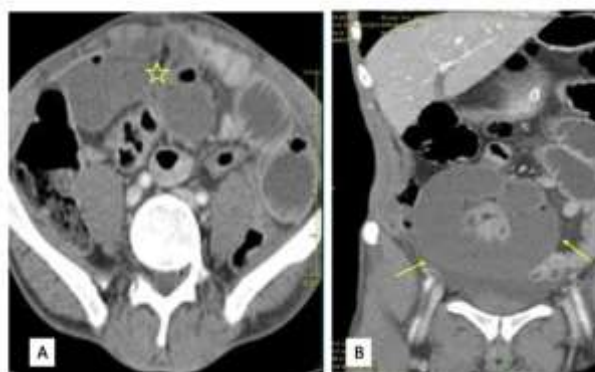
Patient de 67ans, reçu pour syndrome occlusif. Coupes axiales (A) TDM et reconstructions coronales (B) injection de PDC au temps portal. Occlusion aigüe de la grêle par incarceration d'une anse (étoile) réalisant un aspect en C avec signes de souffrante (flèches) (HALD).
